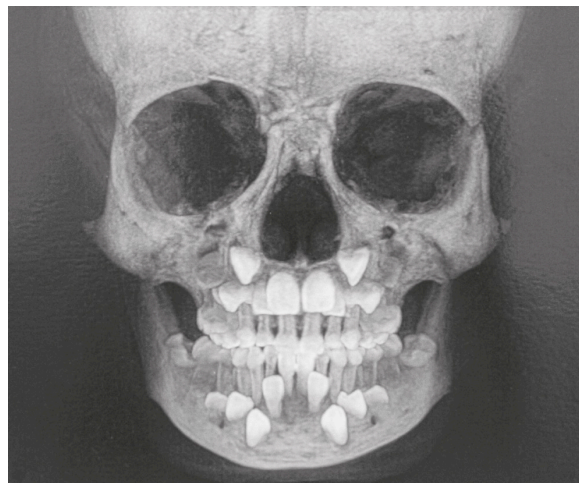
Radiografia frontal mostrando os caninos superiores posicionados mais numa posição apical em relação à base da maxila, tendo uma trajetória mais longa até alcançar a posição oclusal final. Fonte: Schroeder et al., ⁽³⁾
